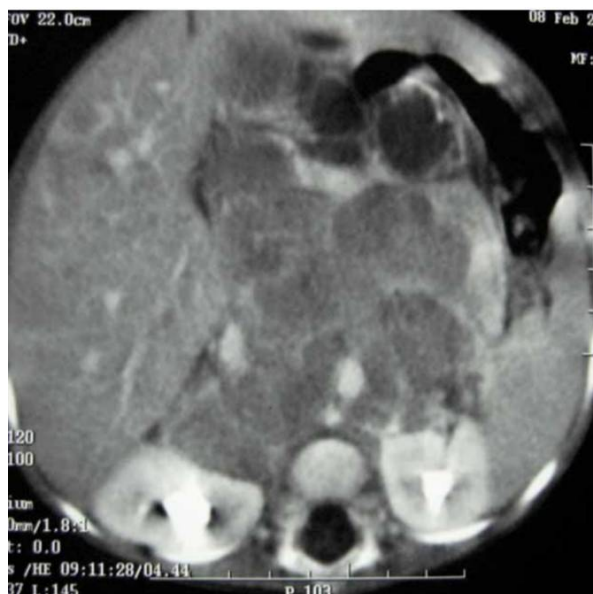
TDM (coupe transversale avec injection du produit de contraste) mettant en évidence un neuroblastome médian énorme, largement nécrosé qui dépasse la ligne médiane et englobe les gros axes vasculaires.
